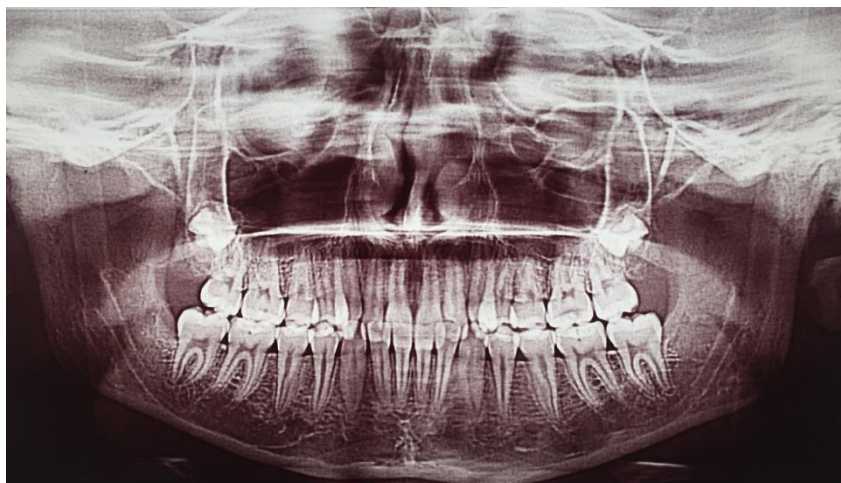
Ортопантомограмма Д., пациентки 11 лет с дистальной окклюзией зубных рядов
